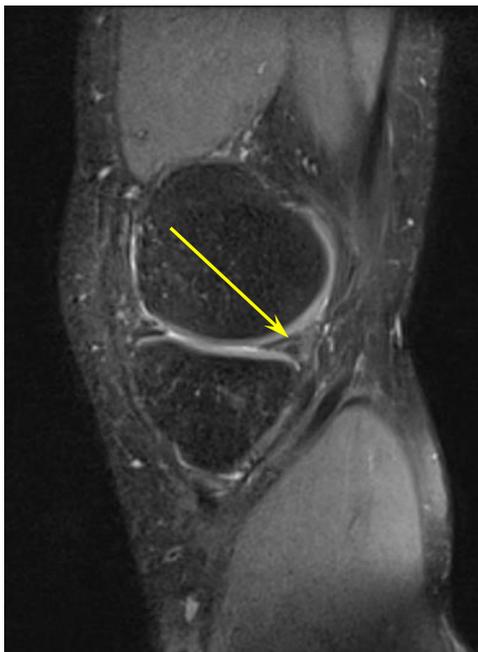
МРТ коленного сустава (T2-взвешенное изображение в сагиттальной плоскости) военнослужащего П., 28 лет (ИБ № 246) с повреждением ВТВ аутотрансплантата. Разрыв медиального мениска (Stoller IIIb).
